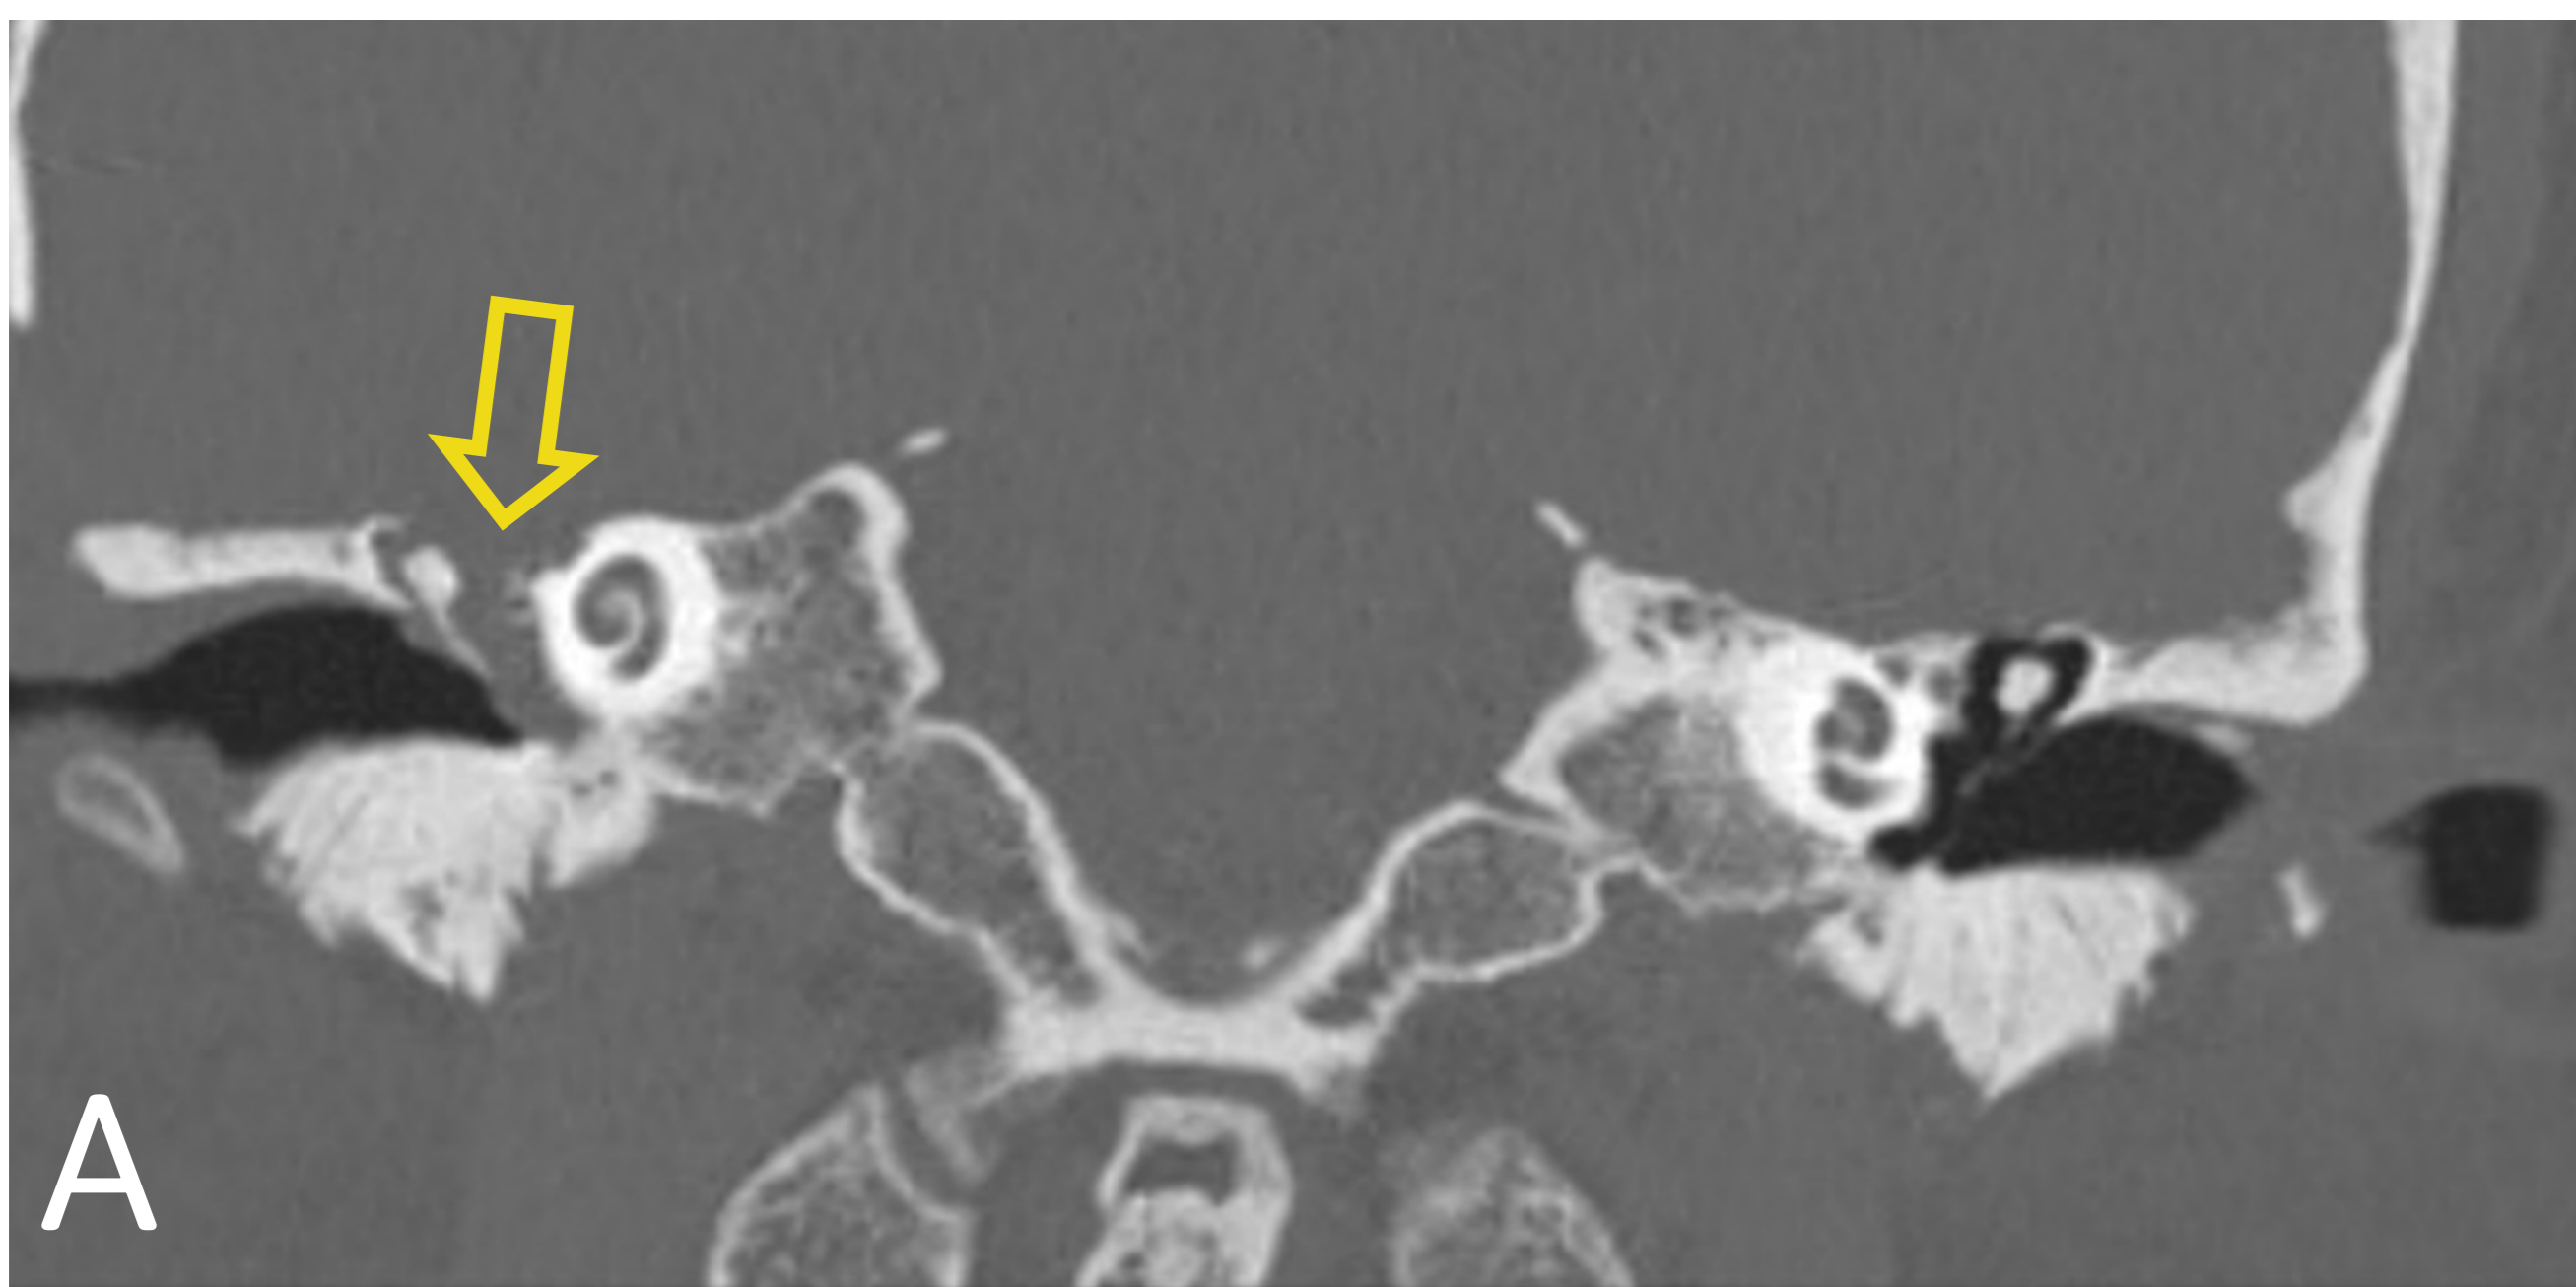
TC coronal con filtro óseo: Defecto del tegmen tympani y ocupación por tejido de partes blandas (flecha hueca)
